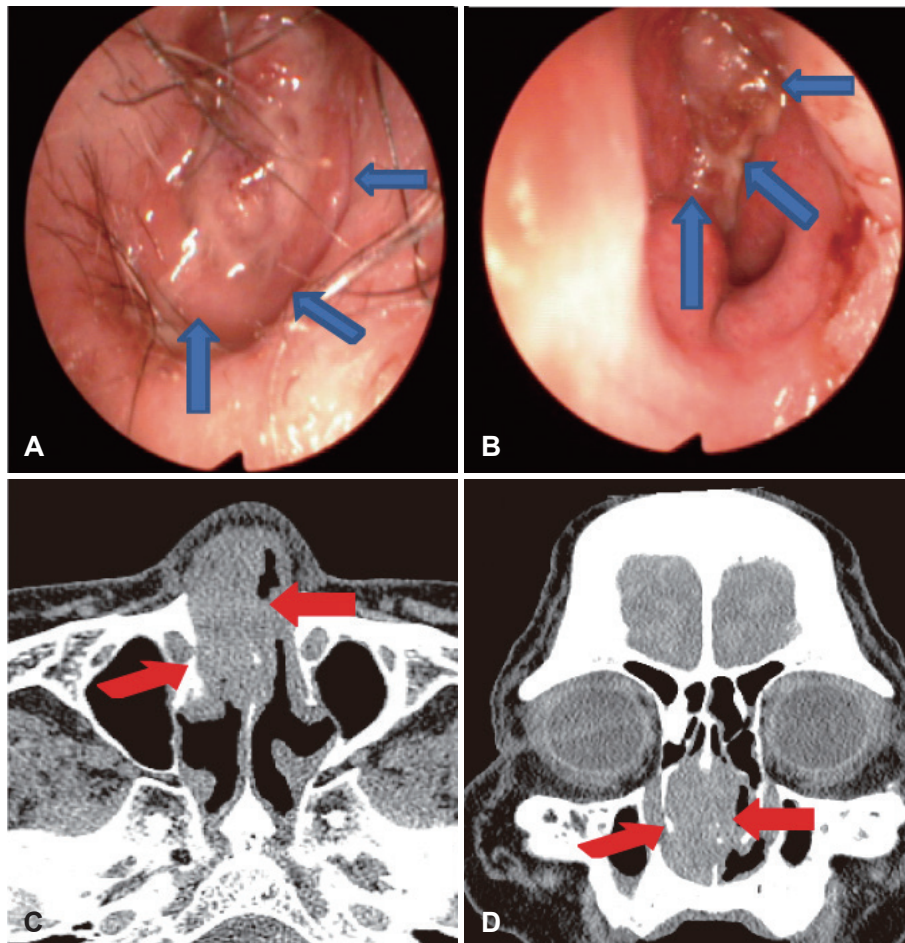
The profiles of squamous cell carcinoma of nasal septum defined by endoscopy and CT scan. Endoscopic view shows a huge mass (blow arrows) occupying the right nasal cavity (A) and a polypoid mass (blow arrows) in left nasal cavity (B). The computed tomography scan indicates the origin of squamous cell cancer (red arrows) which shows the invasion of nasal septum in the axial (C) and coronal view (D).
